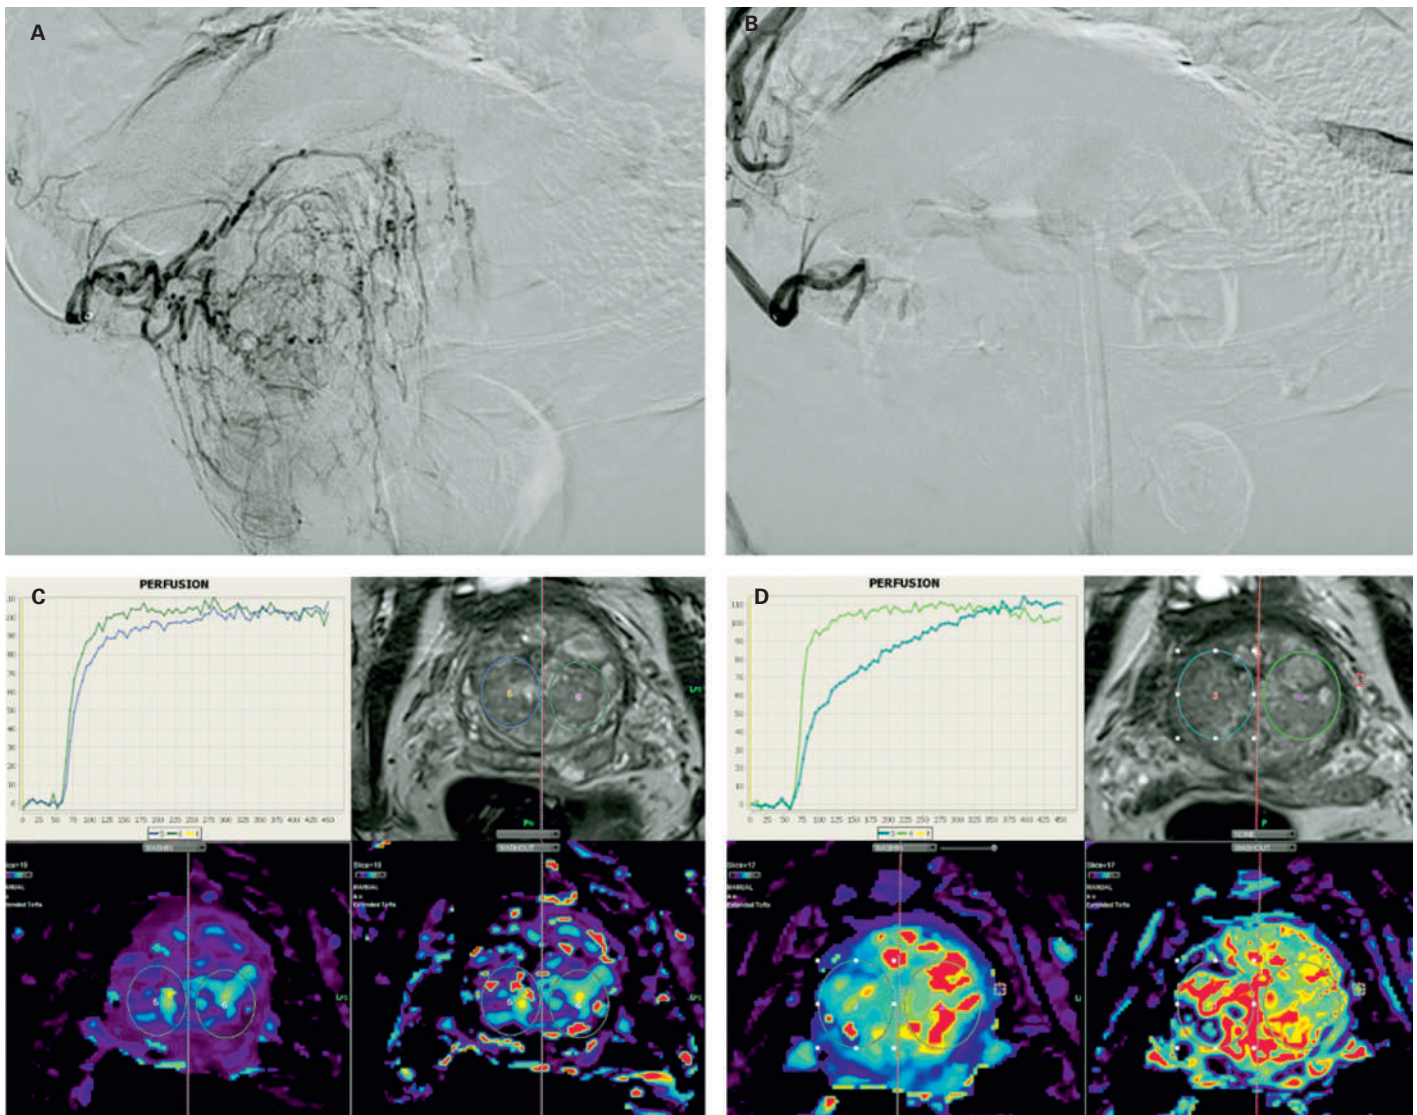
Angiographie sélective du lobe droit de la prostate avant (A) et après (B) embolisation avec IRM de perfusion correspondante avant (C) et après (D) embolisation unilatérale droite avec «wash-in» nettement réduit et «wash-out» retardé du côté embolisé.
